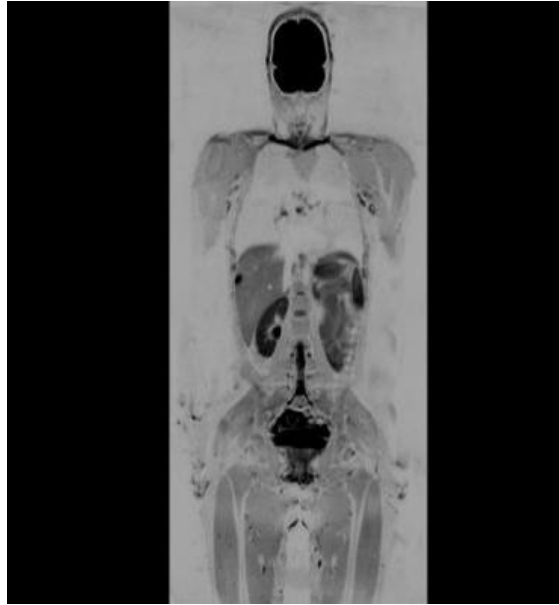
Image prise par IRM
